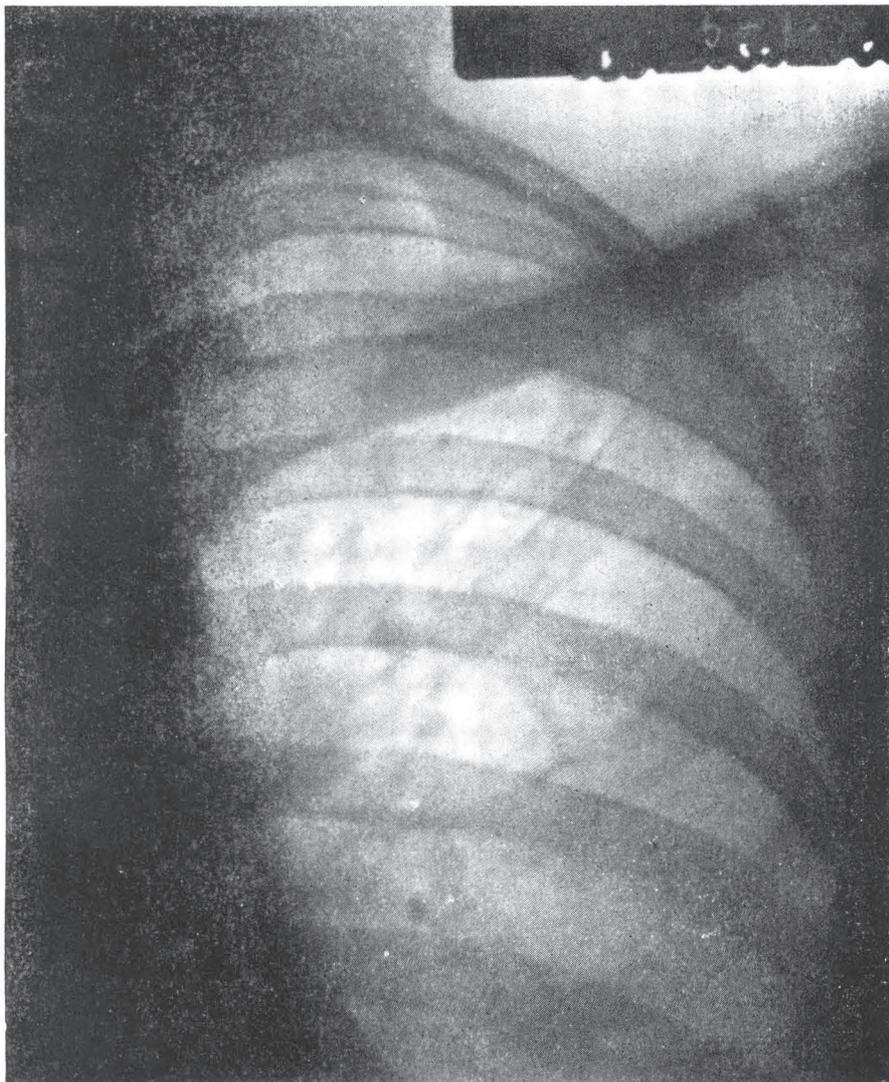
Caso nº 11 -- Adocimento na 3ª série do curso, após 29 meses de controle como "aparentemente residual". -- Telerradiografia nº 6.867 (5-VII-48). Campos apical e subelavicular E. com pequenos nódulos e traves de aspecto fibrótico. Escarro e lavado gástrico negativos (20-11-48).
